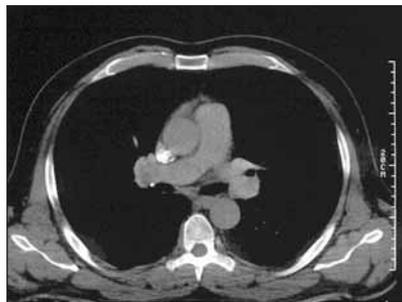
КТ органов грудной клетки. Легочная артерия и ее ветви не расширены, в дистальном сегменте правой легочной артерии — тромботические массы размером до 10×15 мм, не полностью обтурирующие ее просвет
